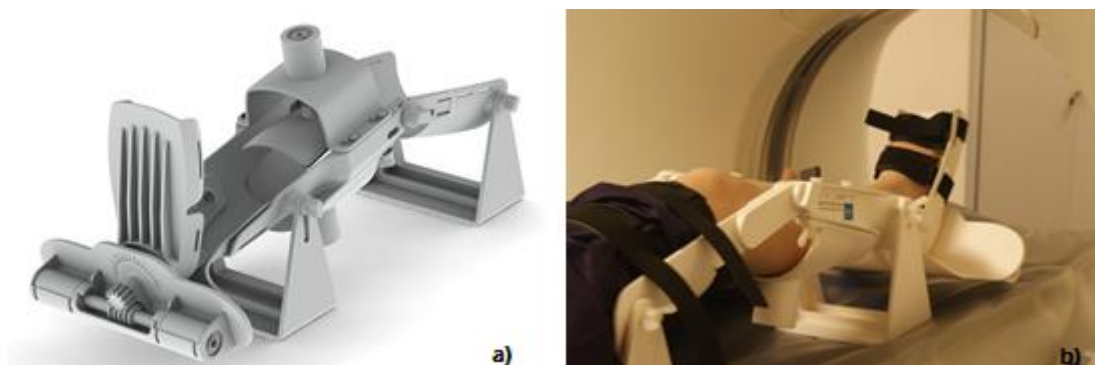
a) Imagem do dispositivo PKTD [2]; b) PKTD a realizar um exame a um doente em conjunto com a RM [3].
